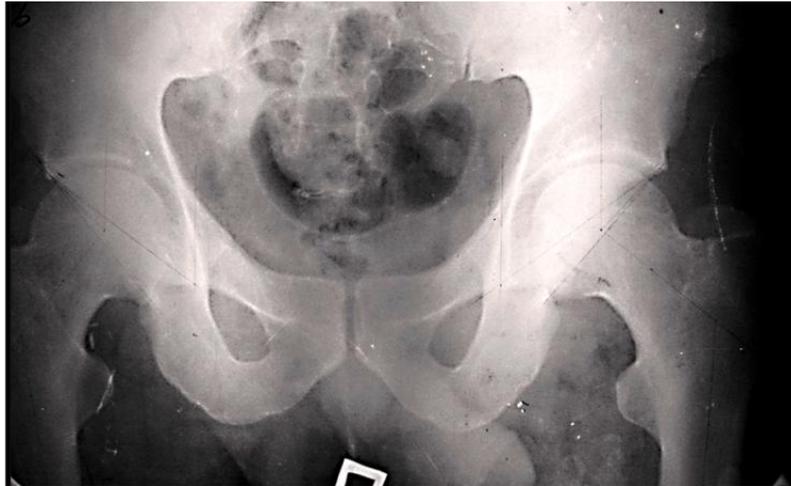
Рентгенограмма тазобедренных суставов больного Л. до оперативного лечения.
